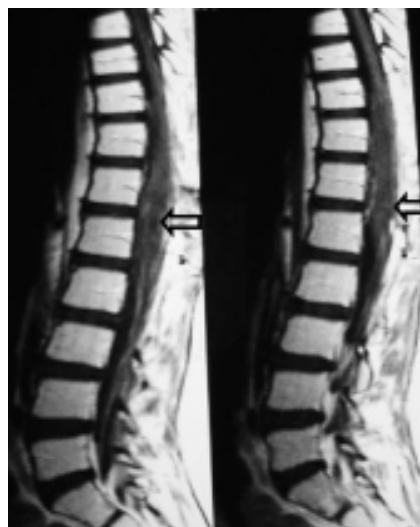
IRM en T1 Columna lumbosacra que muestra tumoración intrarraquídea.
